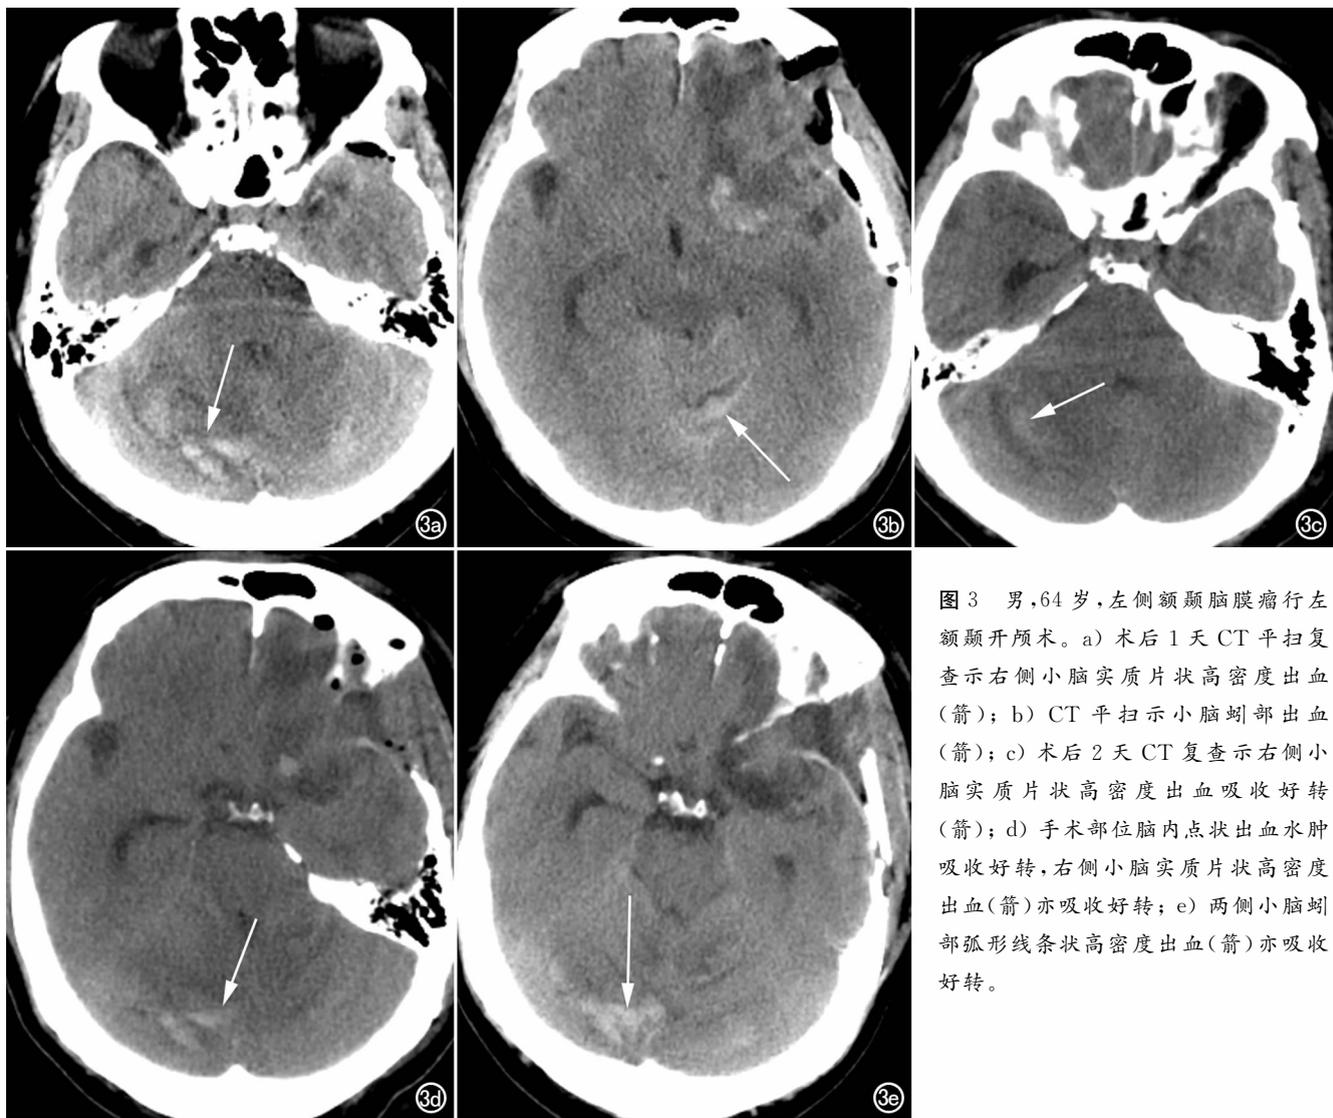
男,64岁,左侧额颞脑膜瘤行左额颞开颅术。a) 术后1天CT平扫复查示右侧小脑实质片状高密度出血(箭); b) CT平扫示小脑蚓部出血(箭); c) 术后2天CT复查示右侧小脑实质片状高密度出血吸收好转(箭); d) 手术部位脑内点状出血水肿吸收好转,右侧小脑实质片状高密度出血(箭)亦吸收好转; e) 两侧小脑蚓部弧形线条状高密度出血(箭)亦吸收好转。
